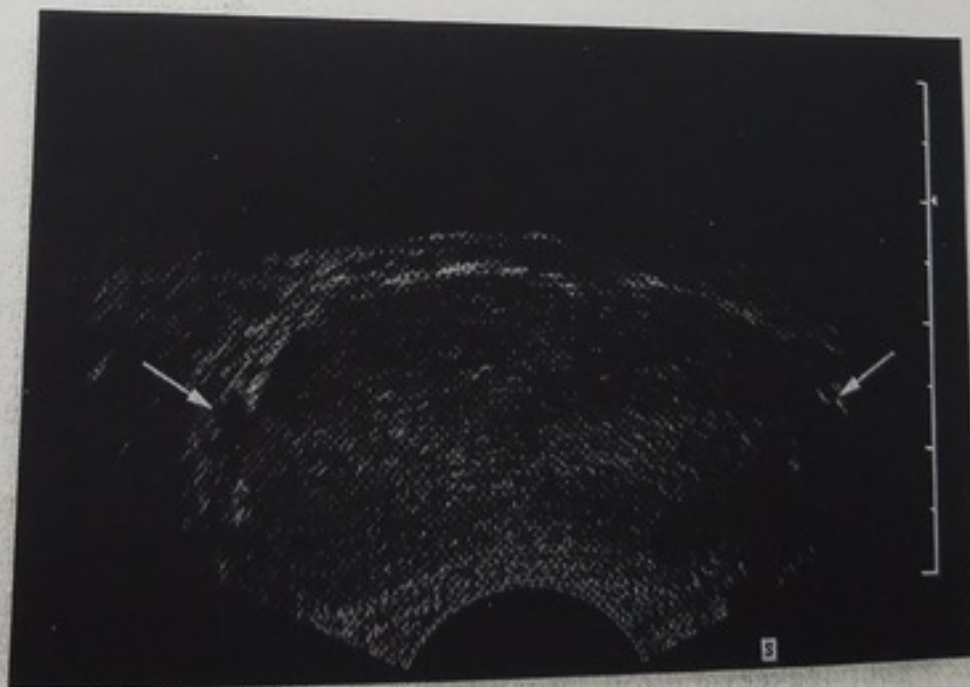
ТРУЗИ предстательной железы в поперечном сечении
